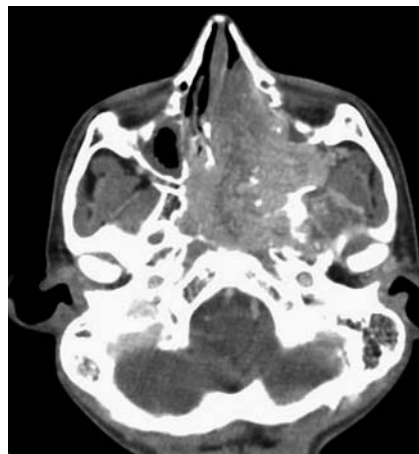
TC contrastada. Se observa la extensión de la lesión en la fosa infratemporal.
